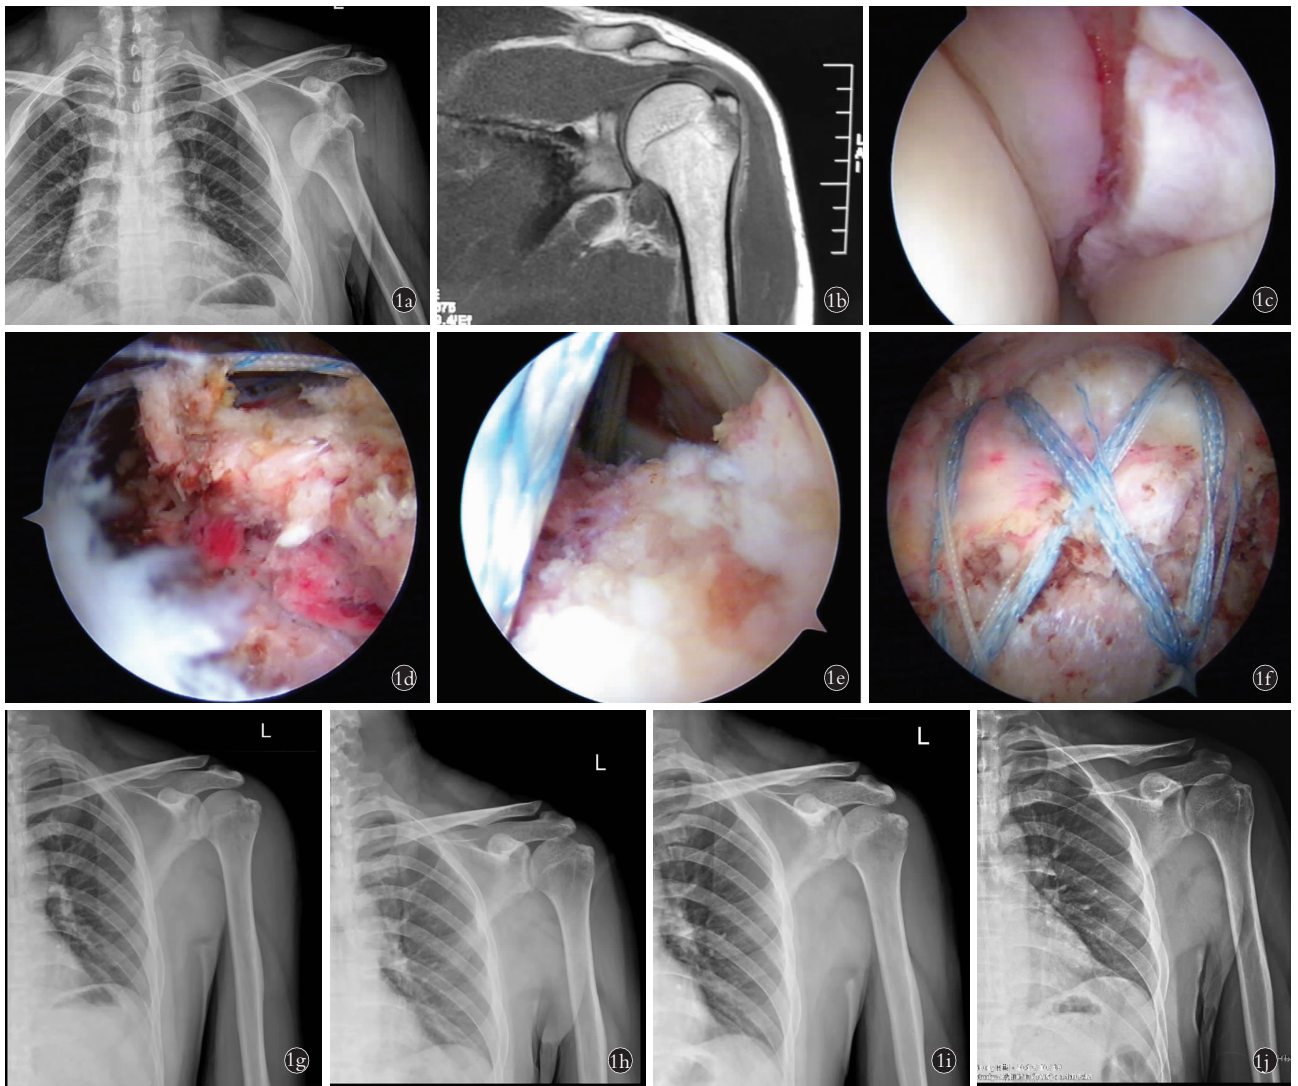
患者,男,30 岁,左肩关节脱位伴肱骨大结节骨折 1a. 术前左肩正侧位 X 线片示左侧肱骨头向前下脱位,肱骨大结节撕脱性骨折 1b. 经手法复位后左肩 MRI 示肱骨大结节骨折移位>5 mm 1c. 术中关节镜下探查盂肱关节见肱骨大结节撕脱移位>5 mm 1d. 术中关节镜下探查肩峰下间隙见肱骨大结节撕脱性粉碎性骨折 1e. 术中关节镜在盂肱关节内观察经冈上肌腱置入 2 枚内排锚钉 1f. 术中关节镜监视在肩峰下置入 2 枚外排锚钉,使用缝线桥技术复位骨块 1g. 术后 1 个月左肩正位 X 线片示骨块复位良好 1h. 术后 3 个月左肩正位 X 线片示骨折端愈合良好,无复位丢失 1i. 术后 6 个月左肩正位 X 线片示骨折端愈合良好,骨块无吸收 1j. 术后 12 个月左肩正位 X 线片示骨折端愈合良好,骨块无吸收
